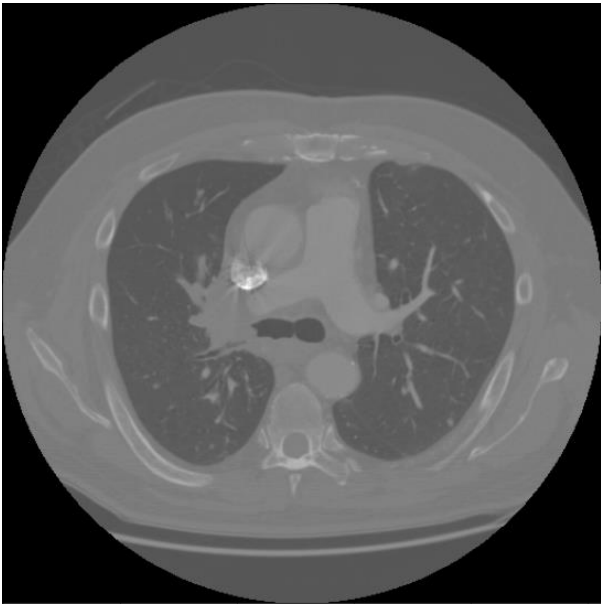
Вигляд знімку КТ ОГК
